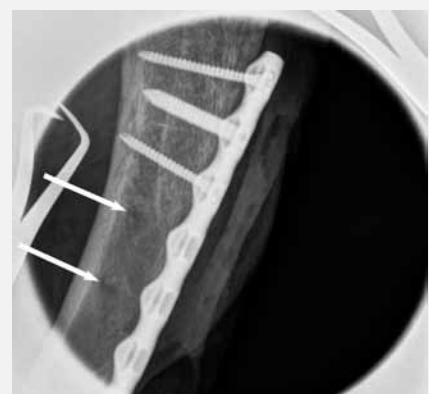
Nach Sicherung des Humerus mit einer Platte wurde mittels intraoperativem Röntgenbild der Ort der Biopsieentnahmen (Pfeile) überprüft.
